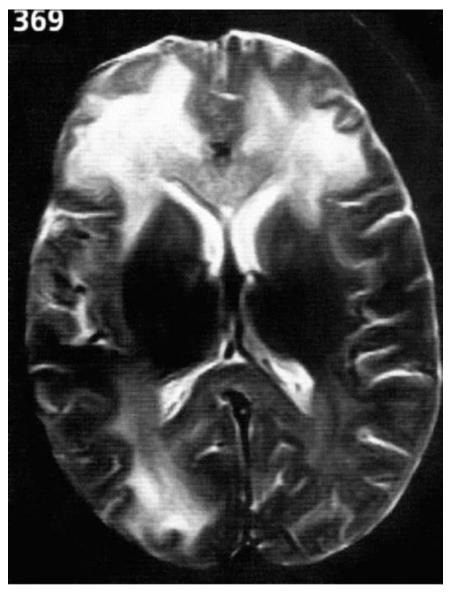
Магнитно-резонансная томография головного мозга при подостром склерозирующем энцефалите
